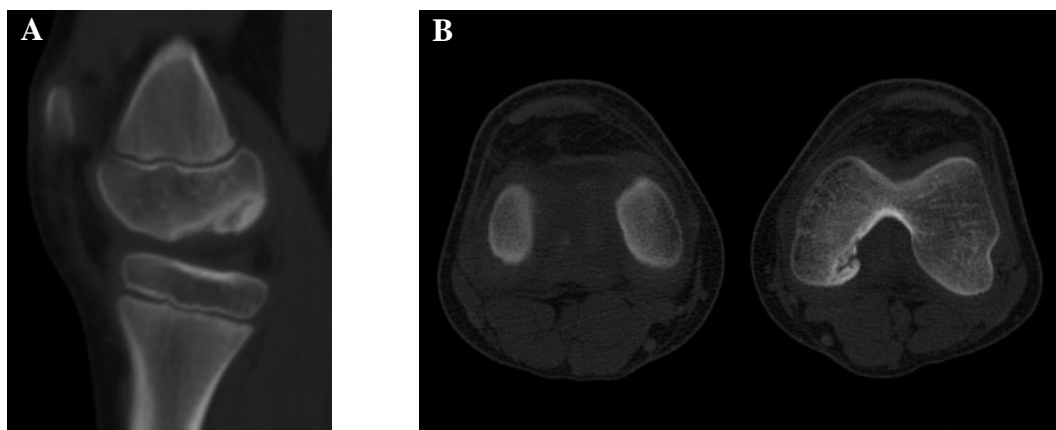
Tomografia axial computadorizada dos joelhos (24/02/2012)*. A – corte sagital. B – corte axial. Lesão osteocondral na vertente posterior e externa do côndilo femoral interno à esquerda com destacamento ósseo e sinal de vácuo. Restantes aspectos dos elementos ósseos de acordo com a maturação óssea habitual para o grupo etário. Sem outras alterações. (*imagens provenientes do Serviço de Ortopedia do CHLN, NSC 512481*)
